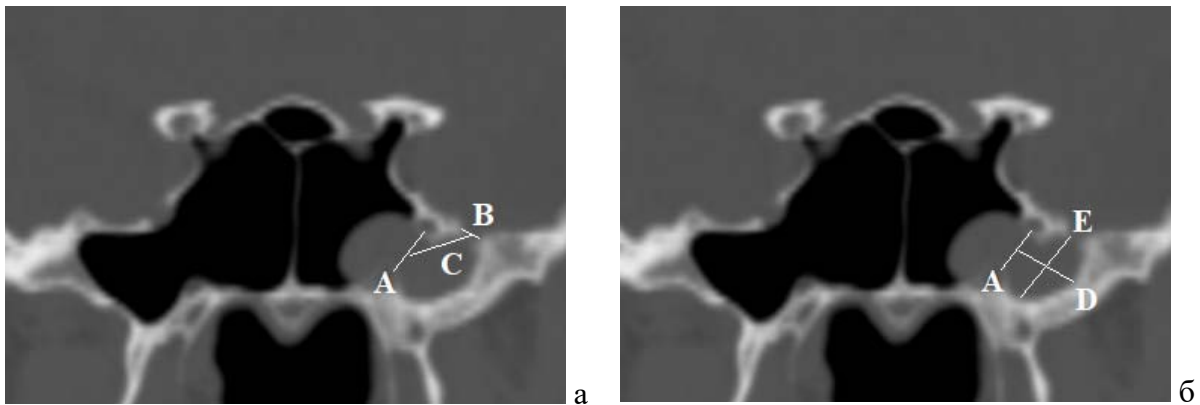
КТ, фронтальная проекция. Основные анатомические измерения у пациентов с дефектами в области латерального кармана клиновидной пазухи: А – длина VR линии (расстояние от круглого отверстия до канала Видиева нерва); В - размер дефекта; С- расстояние от дефекта до середины VR линии; D - максимальная глубина кармана по горизонтали (расстояние от середины VR линии до наиболее удаленной от нее точки латерального кармана); Е – максимальная высота латерального кармана (измерялась по наиболее удаленным границам кармана по вертикали)
